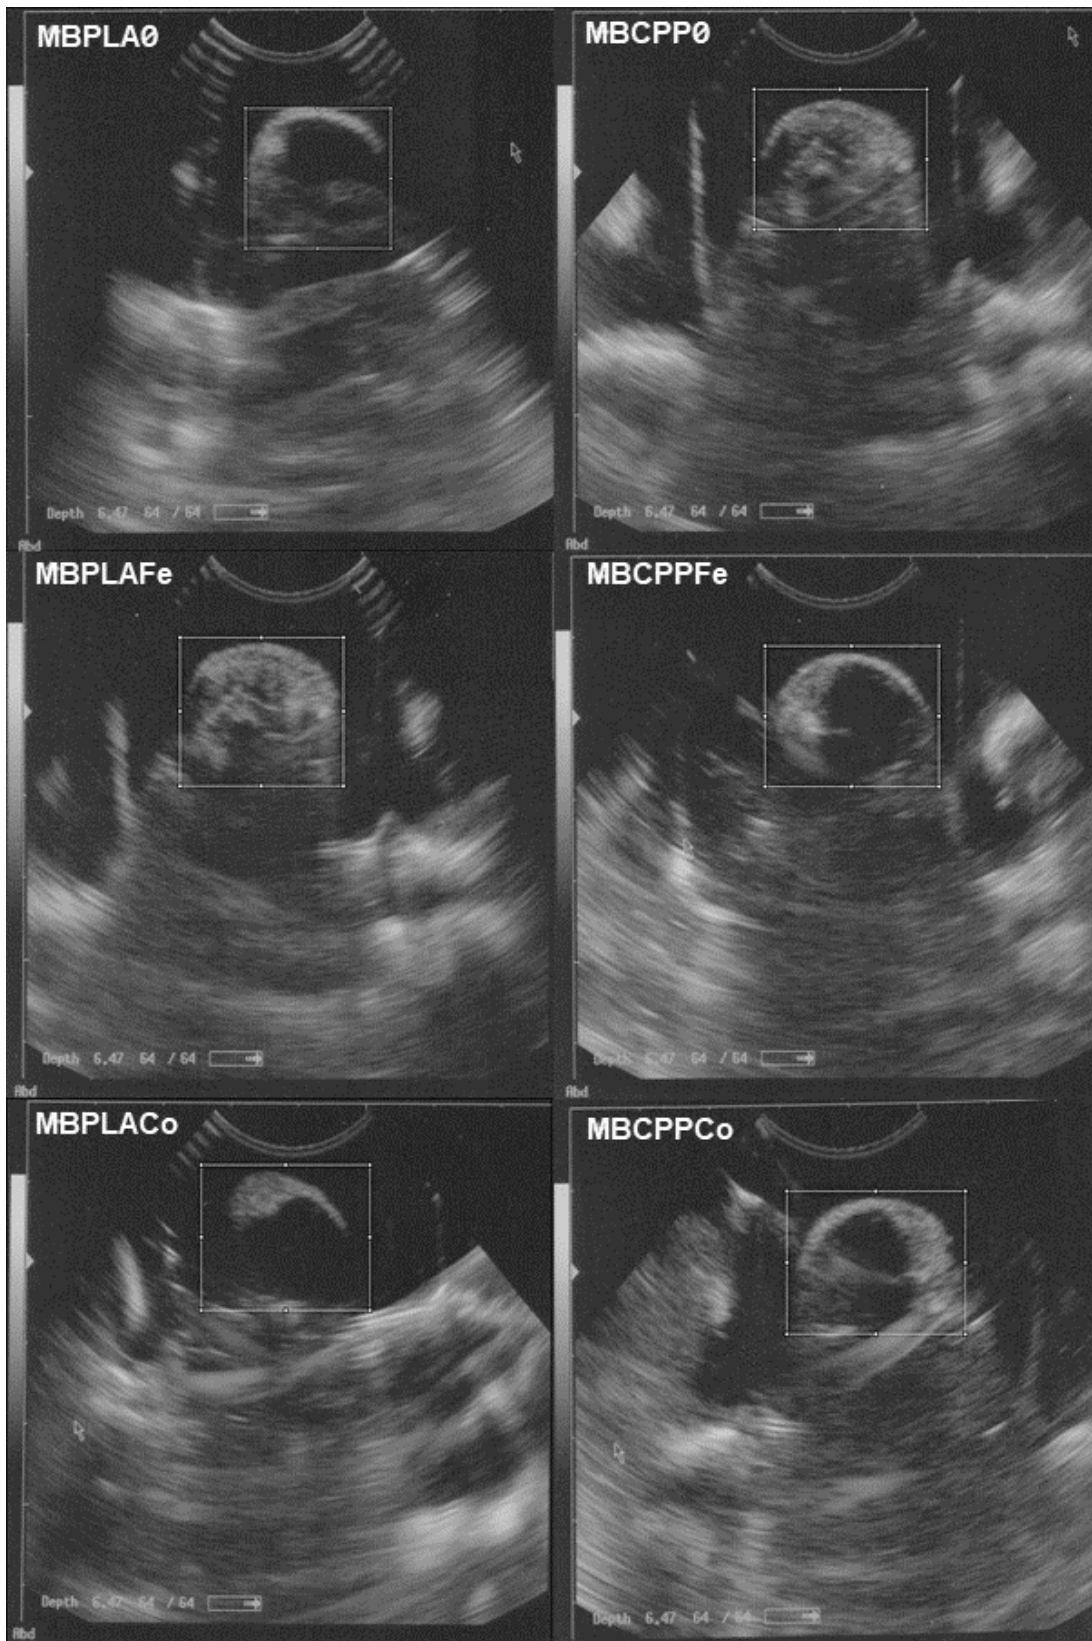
Ultrasonido en modo B de sistemas poliméricos e híbridos con metotrexato.
